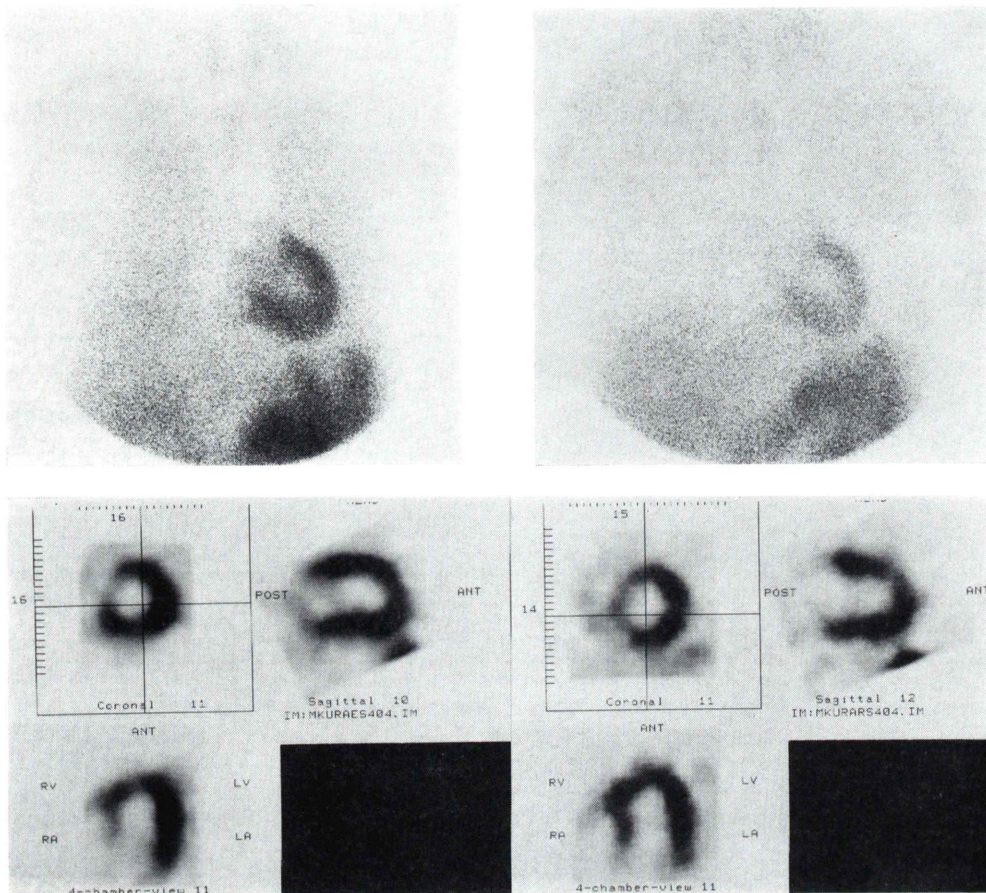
^{201}Tl myocardial scintigraphy in Apr. 14, 1992 (after operation). Left upper: exercise planar image. Right upper: redistribution planar image. Left lower: exercise SPECT images. Right lower: redistribution SPECT images. These images show mild redistribution in the only septal region.
